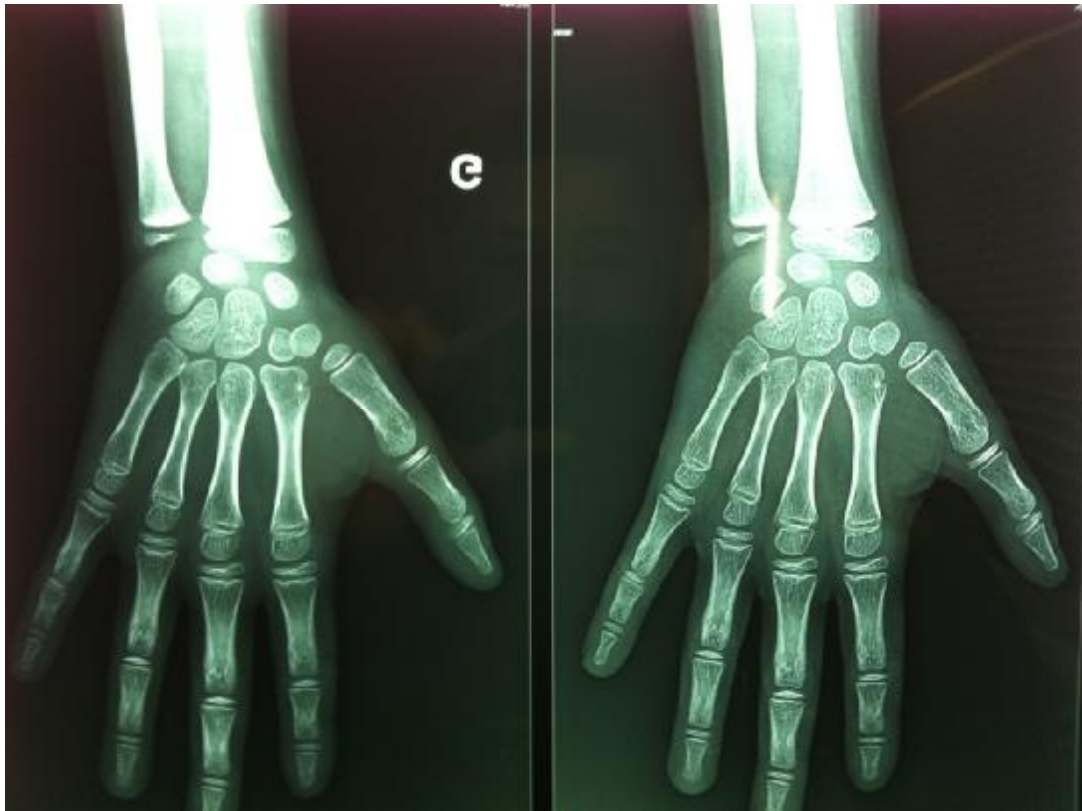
radiographie de la main et du poignet gauches de face montrant un retard de l'âge osseux
